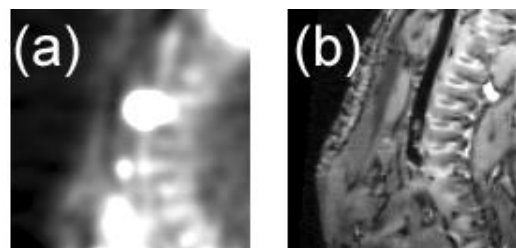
プタ頸部 PET 画像(a)と MRI 画像(b)
